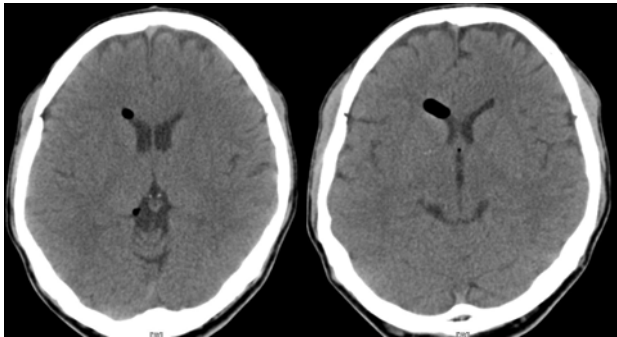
On admission day, brain CT showed low densities suggesting air at anterior horn of right lateral ventricle, third ventricle and quadrigeminal cistern.
